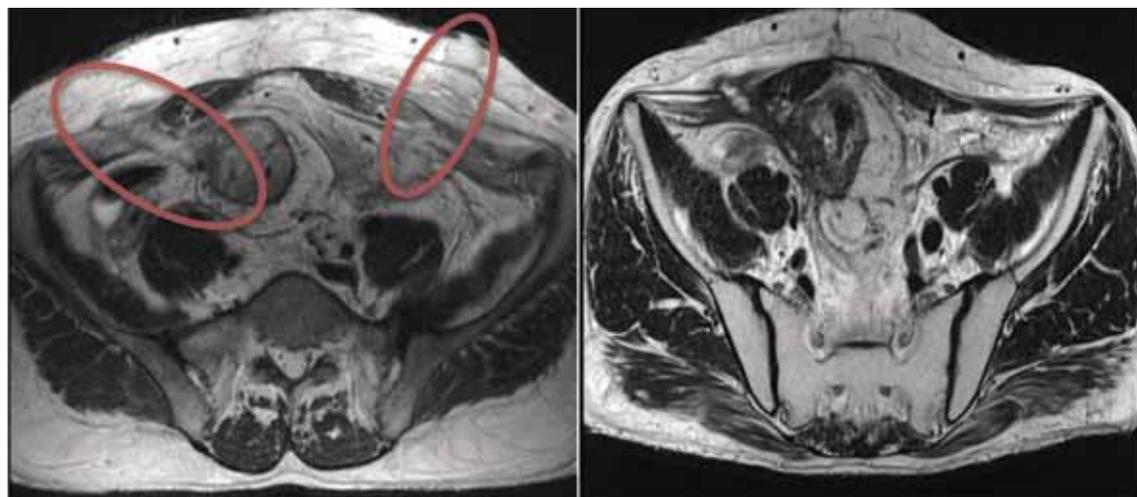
Срезы МРТ-исследований пациента с 2 наружными свищами на переднюю брюшную стенку до и после лечения, зоны свищей обведены эллипсами
